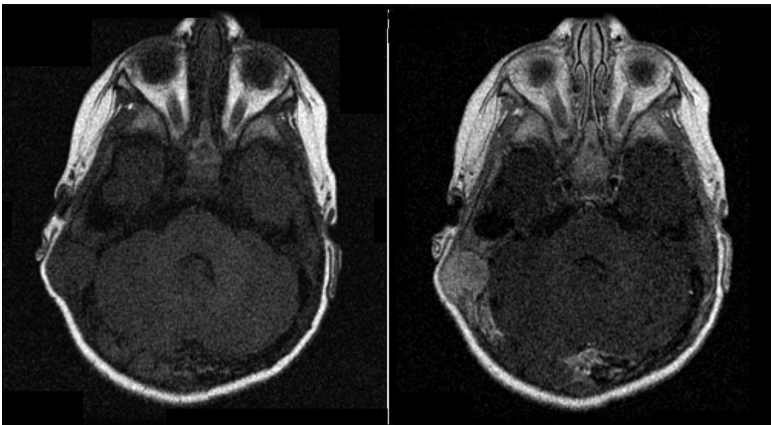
Immagini alla RMN assiali dipendenti dal T1, senza e con mdc.
